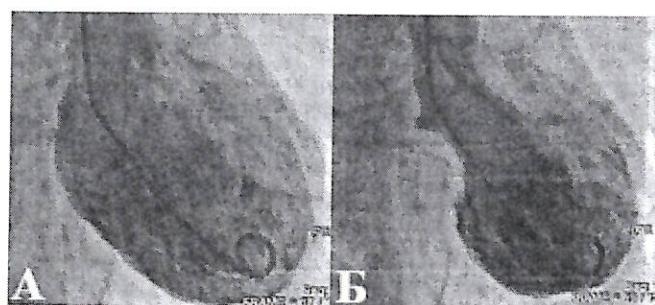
Вентрикулография у пациента с типичной (апикальной) формой КТ. А – ЛЖ в диастоле; Б – ЛЖ в систоле
